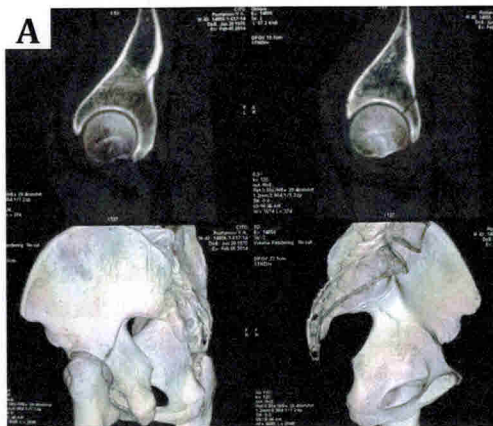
Рентгено- и томограммы левого тазобедренного сустава пострадавшего Р. 43 лет. Диагноз: перелом задней колонны левой вертлужной впадины (62 А 2.2). Травму получил в результате ДТП. Остеосинтез произведен двумя винтами ЦИТО, где А — КТ до операции.
